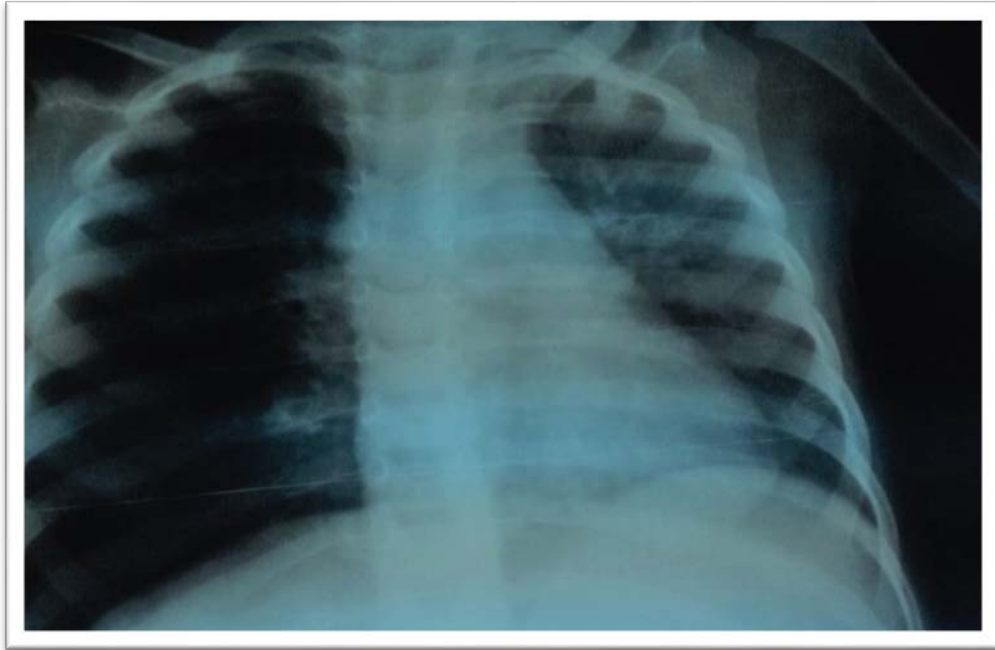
Radiographie thoracique de face montrant une hyper clarté de l'hémi champs droit (Trapping), l'exploration endoscopique a permis l'extraction d'un sifflet au niveau de la bronche souche droite.
